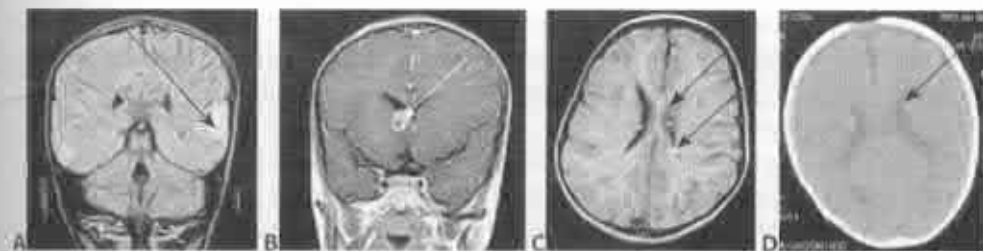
Tuberculi corticali (cele mai frecvente leziuni intracerebrale, care provoacă deseori crize epileptice, la sugari, spasme infantile). Astrocitoame subependimale cu celule gigante de diferite localizări. A. Aspect CT: Calcificări temporo-parietale pe stânga cu atrofie asociată; B. IRM axială T1 evidențiază acumularea contrastului de către angiomul pial pe dreapta și lărgirea plexului coroid și atrofie corticală pe dreapta; C. IRM coronară T1 cu gadoliniu relevă angiome bilaterale extinse, dilatarea plexului coroid bilateral și atrofie corticală; D. Calcificeri periventriculare.
